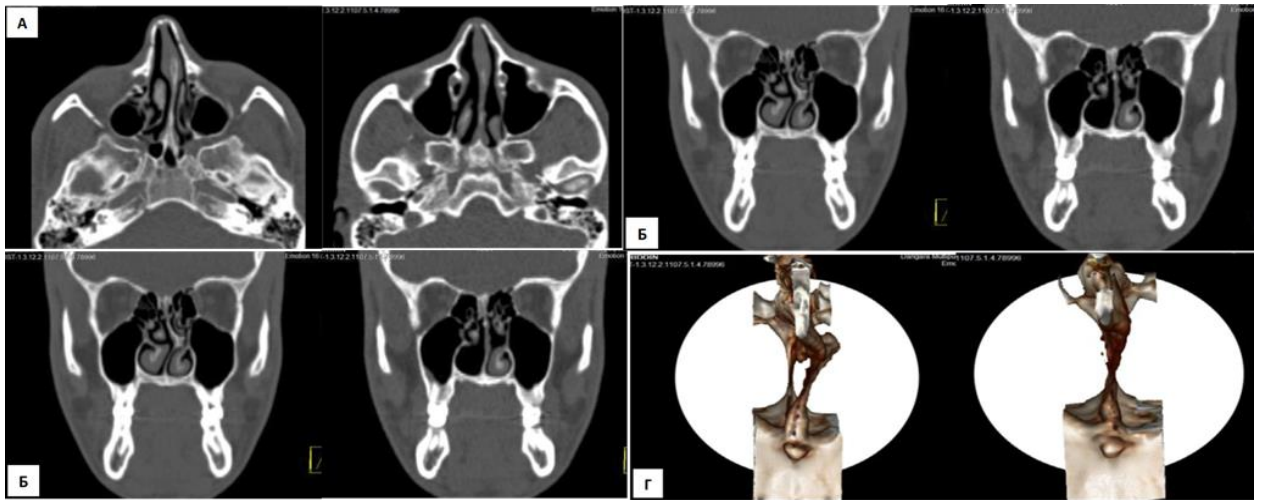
КТ - снимок. Больной А.К., 28 лет. КТ носа в 3-х проекциях и 3D-модель костной части перегородки носа в послеоперационном периоде (через 8 месяцев после операции): а) аксиальный срез: носовая перегородка выпрямлена, патологический КШ отсутствует, пирамида выпрямлена; б) фронтальный срез: перегородка прямая, нижняя носовая раковина справа отсутствует; в) фронтальный срез: перегородка прямая, ННР справа отсутствует; г) 3D-модель костной части перегородки носа, в которой КШ в комплексе с патологическим костным гребнем: CNOM не наблюдается и целостность костной части перегородки носа не нарушена
